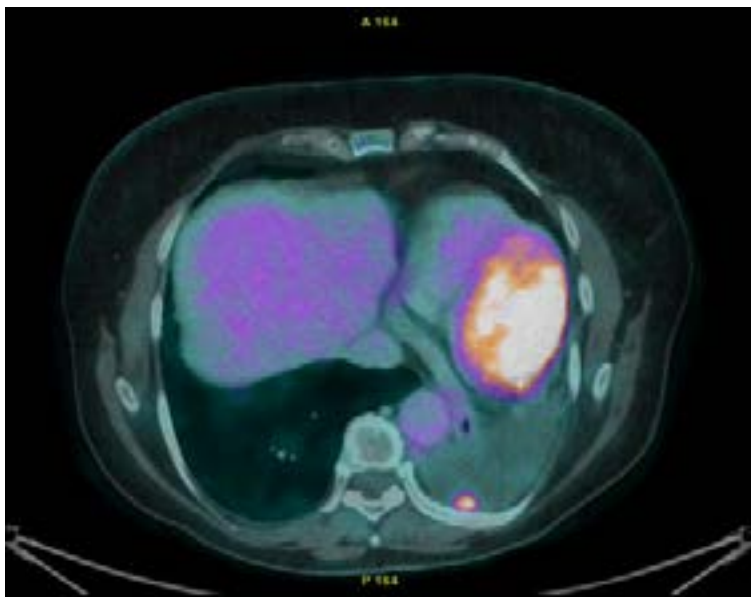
PET-TC diagnóstico de recidiva 22/11/2021
